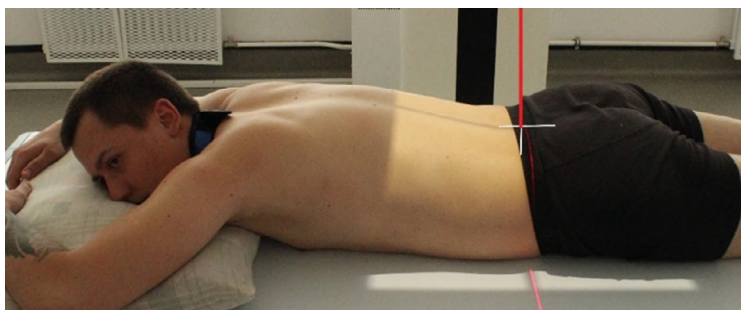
Рентгенография толстой кишки (ирригоскопия). Передняя/задняя проекция (после эвакуации бария)
